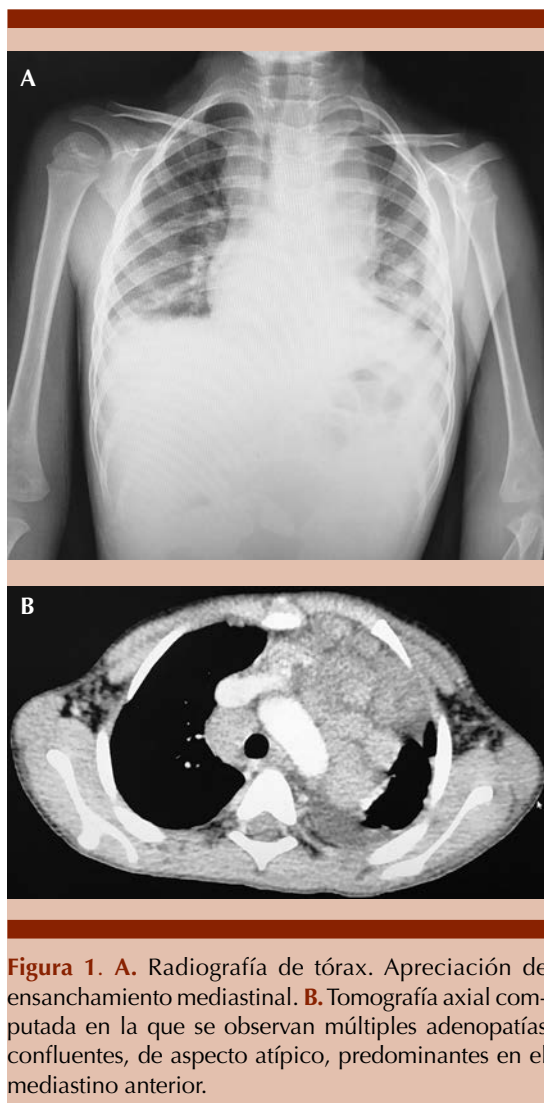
A. Radiografía de tórax. Apreciación de ensanchamiento mediastinal. B. Tomografía axial computada en la que se observan múltiples adenopatías confluentes, de aspecto atípico, predominantes en el mediastino anterior.
